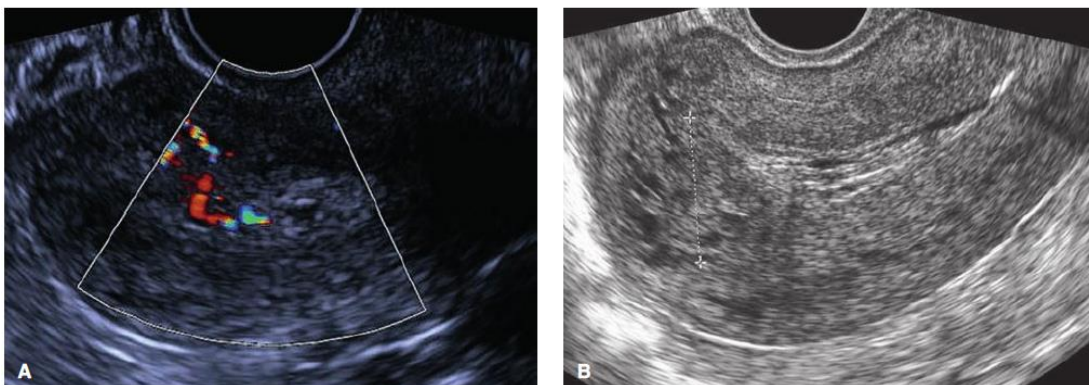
Sonographic appearance of puerperal uterine complications. A. Retained products of conception. Tissue vascularity is highlighted here by color Doppler. B. Retained clot marked by calipers shows mixed echogenicity in a woman with subinvolucional hemorrhage. Anechoic cystic areas within the fundal myometrium reflect dilated vessels.
